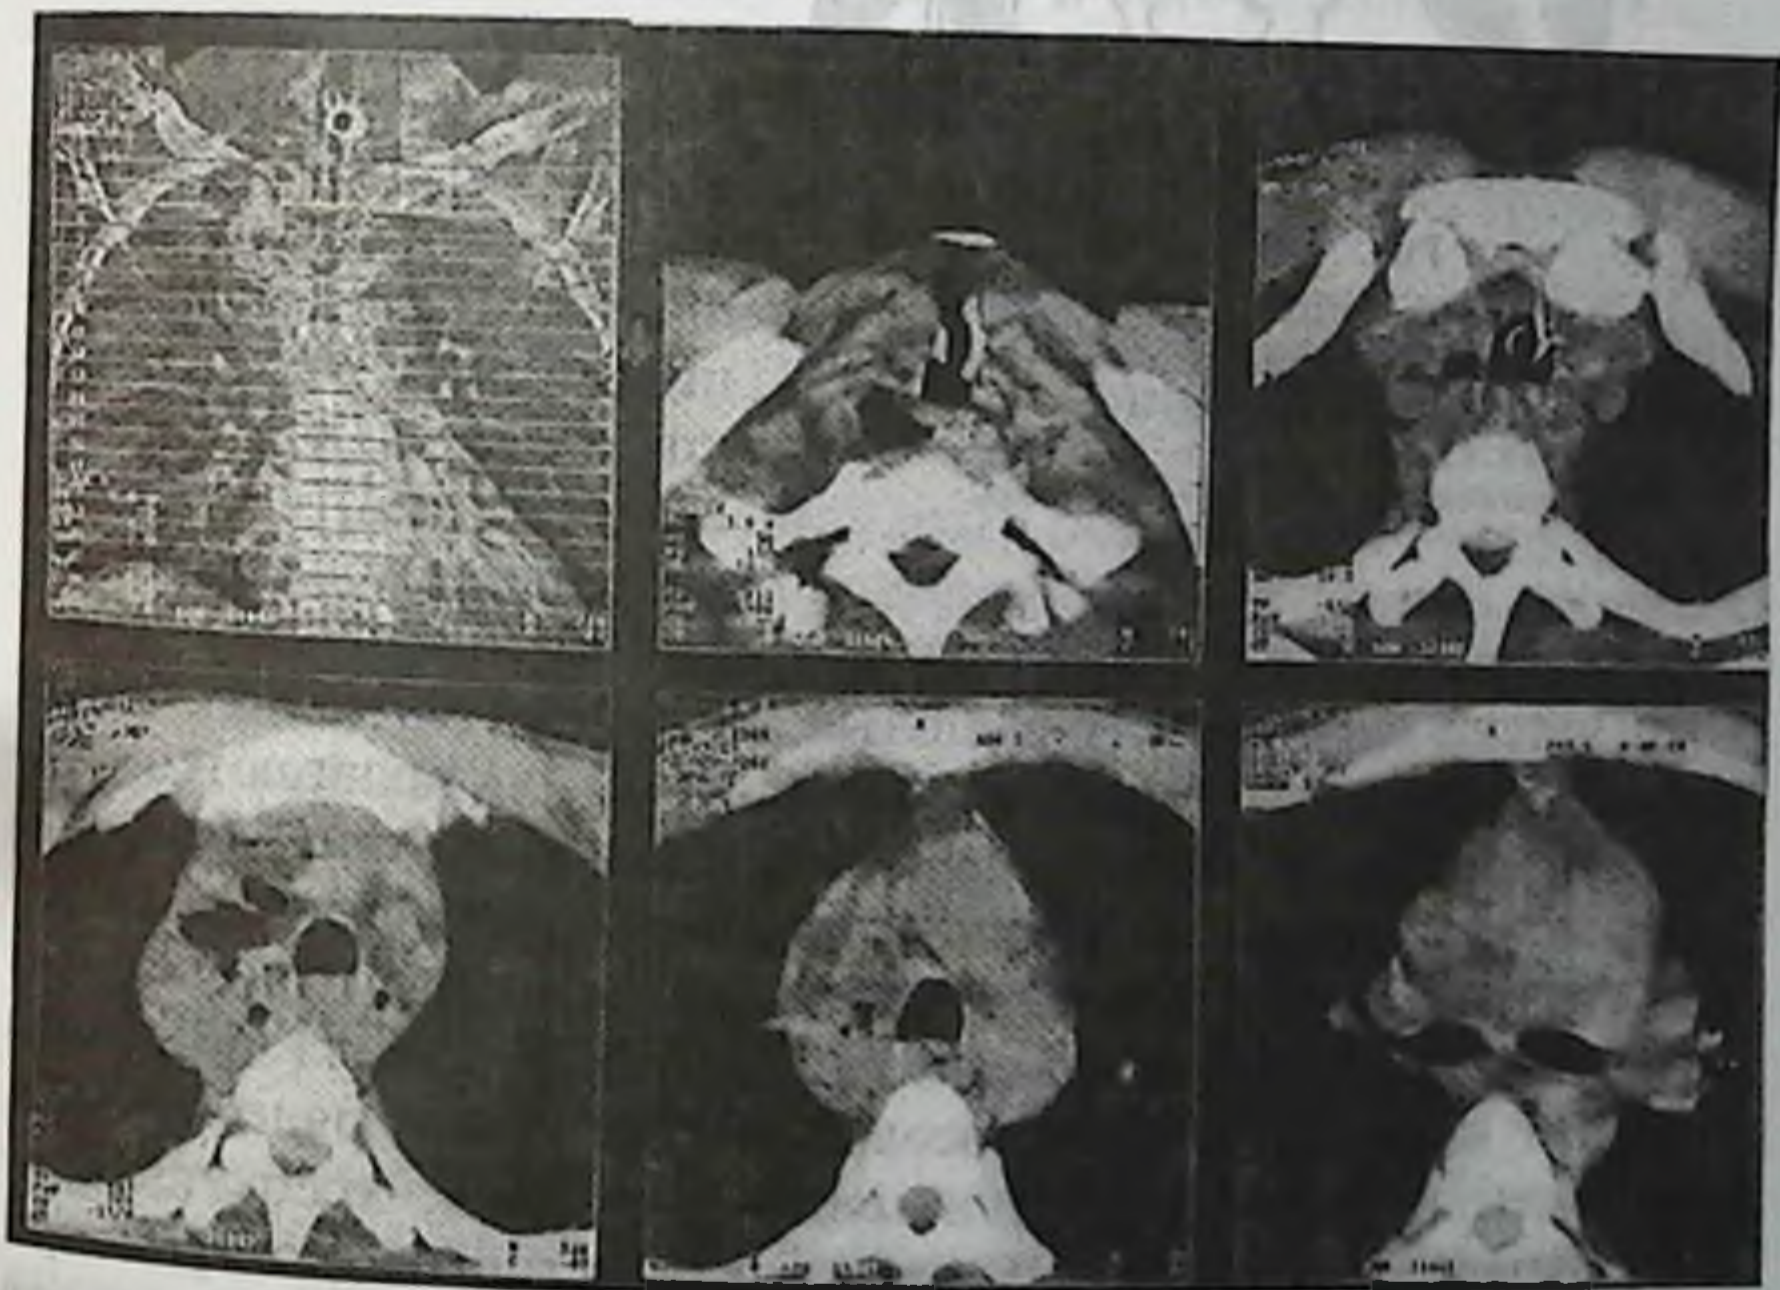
Компьютерная томограмма средостения при остром гнойном медиастините
